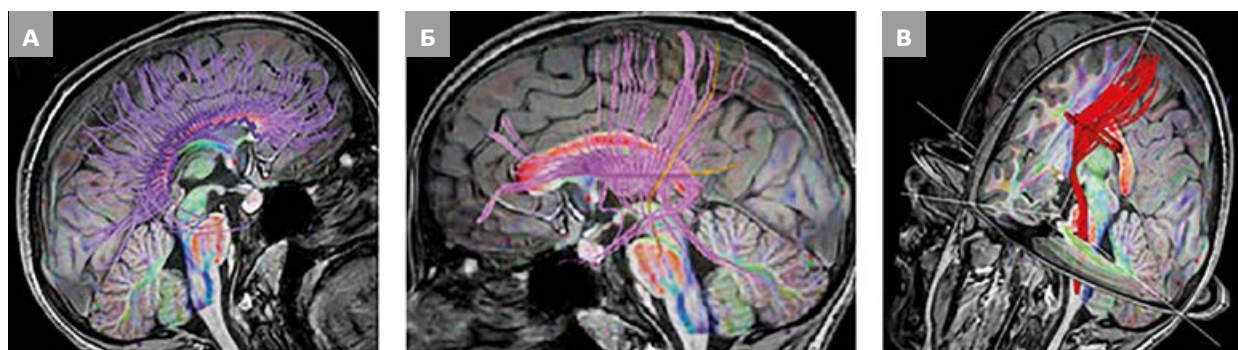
Преимущественные направления диффузии воды (тракты), проходящие через: А) мозолистое тело, Б) таламус и В) кортикоспинальный тракт. Визуальной разницы между трактами здоровых испытуемых и пациентов с СГМ не выявлено
